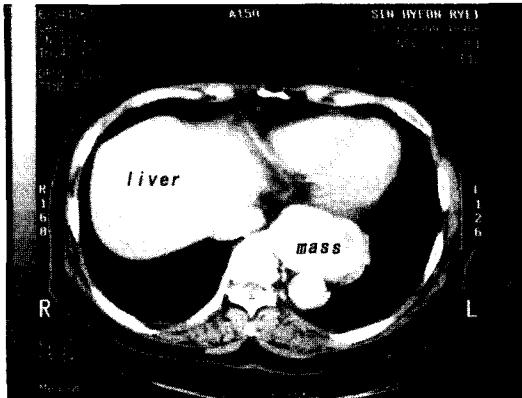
Chest CT showed 6x3cm sized well circumscribed radiopaque density in lower esophagus(mass).
